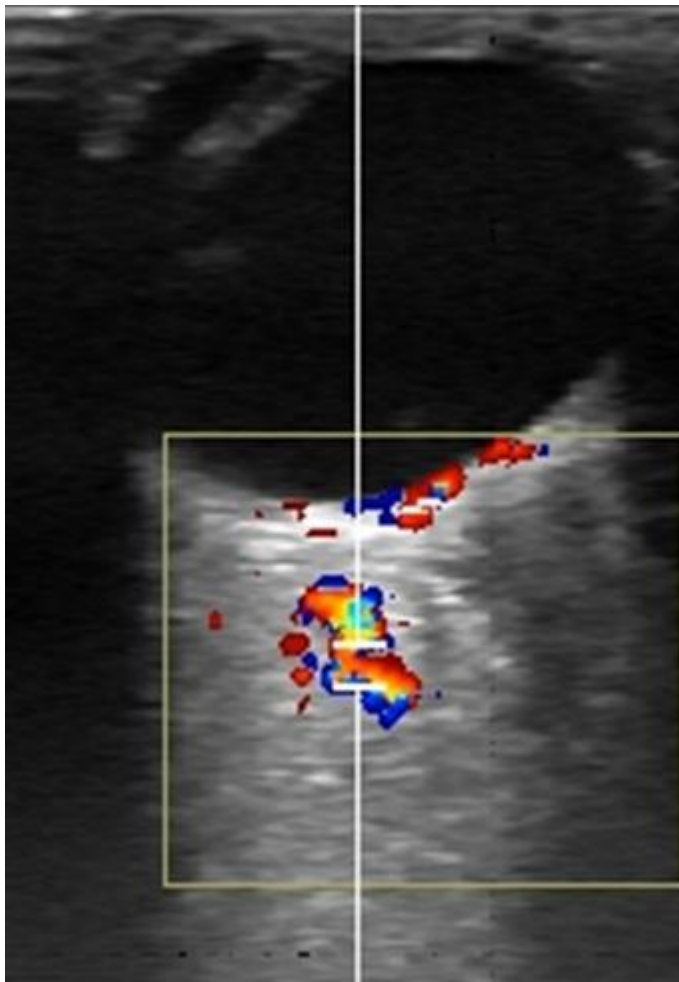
En esta ecografía doppler se puede observar la arteria oftálmica de color rojo, determinada entre las dos líneas blancas horizontales, a su alrededor se observa circulación vascular de bajo flujo, que puede corresponder a venas que rodeen la arteria oftálmica, o que se encuentre en la grasa orbitaria.
